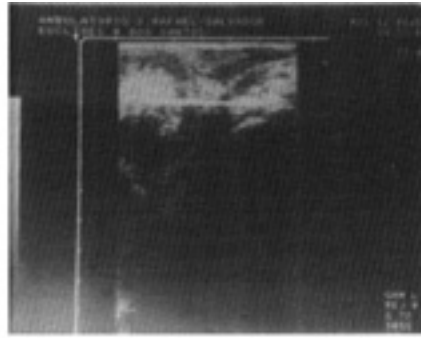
Ultra-sonografia no adenocarcinoma da próstata – Aspecto hipoeecogênico.
